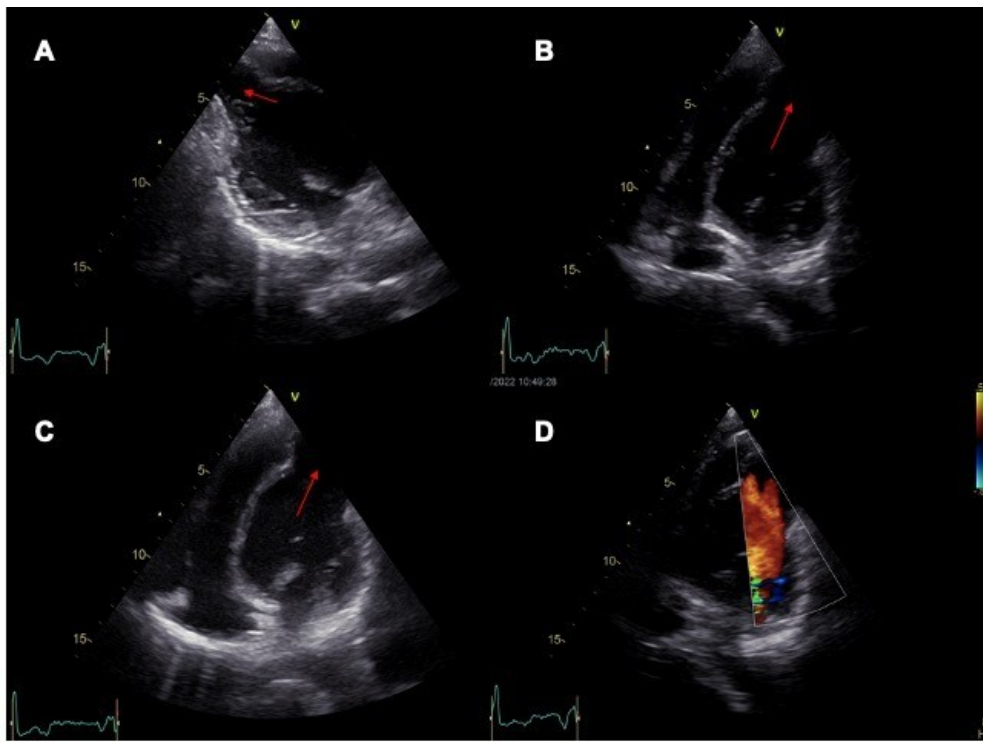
Imágenes de ecocardiograma transtorácico que evidencian aneurisma apical de 35 x 30 mm (flechas rojas) sin trombos en su interior. A. Eje paraesternal largo. B y C. Imágenes en eje apical. D. Eje apical con Doppler color que muestra flujo en su interior
